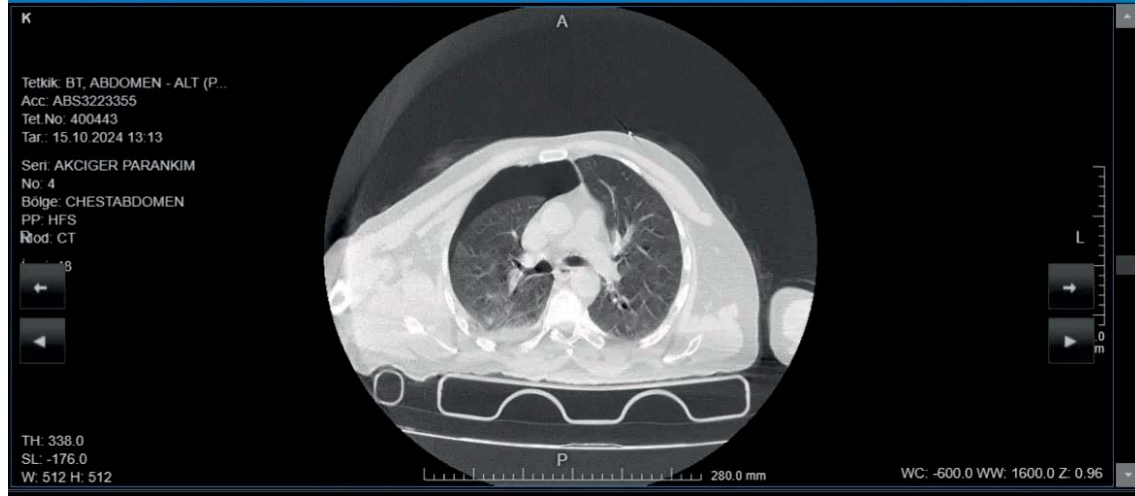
Axial computed tomography (CT) scan demonstrating a significant right-sided pneumothorax and hemothorax. Mediastinal shift to the left is evident, accompanied by partial lung collapse and pulmonary contusion.
